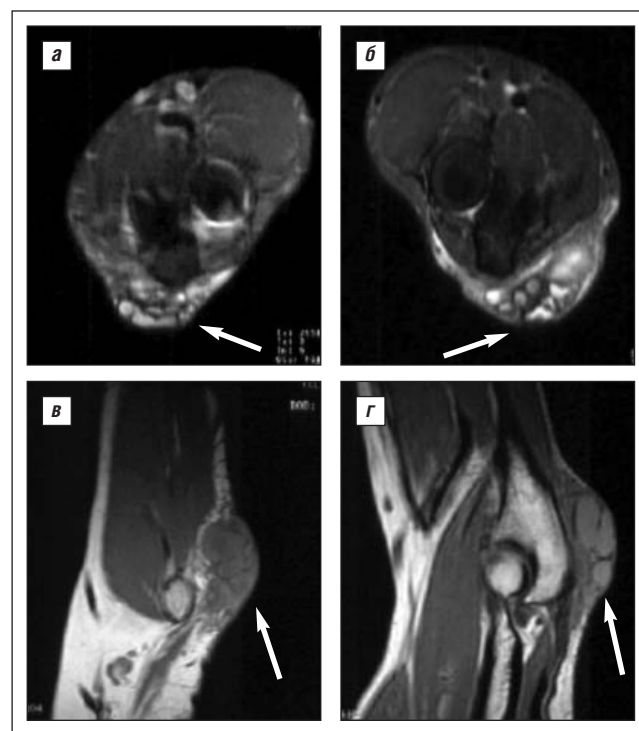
МРТ левого локтевого сустава. а, б – режим STIR, поперечные срезы; в, г – режим SET1, сагитальные срезы. В области локтевого отростка имеется мягкотканное образование – тофус (показан белыми стрелками) с четкими границами и септальными перегородками без признаков отека перифокальных мягких тканей. Костно-суставная система без изменений
